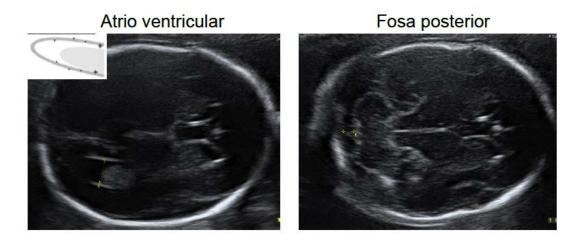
Ecofotografía de los planos transventricular y transcerebelar axial en neurosonografía fetal.
